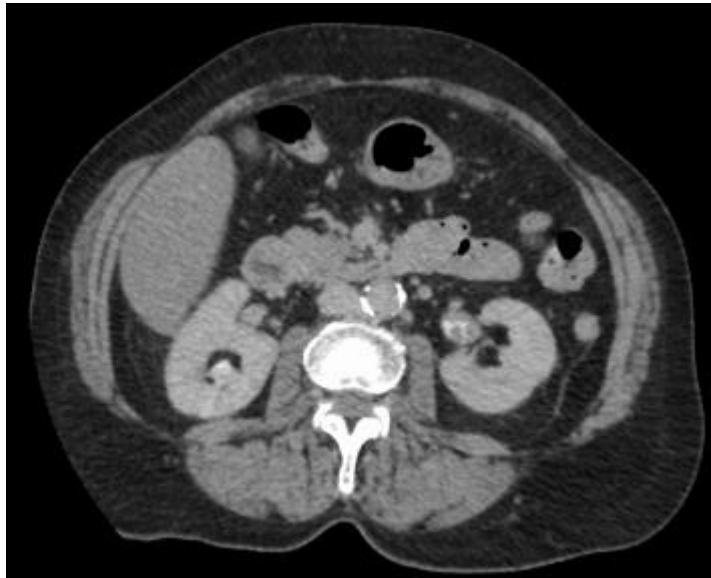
Uro-TDM montrant une tumeur urothéliale du bassinet gauche
